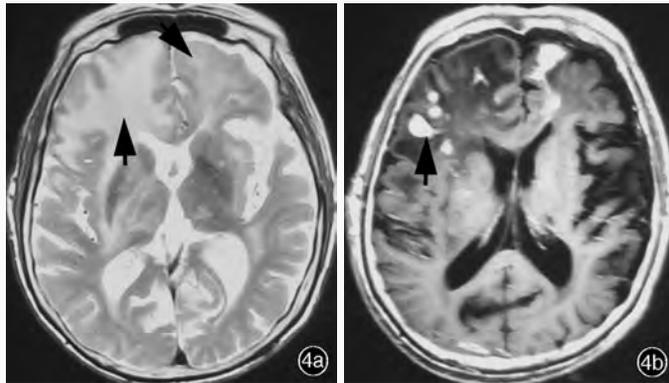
入院后3个月时(2010年12月)MRI检查所见 4a T₂WI显示左侧额叶病灶缩小,右侧额叶病灶增大,双侧大脑半球白质异常信号范围扩大(箭头所示) 4b T₁WI增强扫描显示,左侧额叶强化病灶数目减少,右侧额叶强化病灶数目增加(箭头所示)
